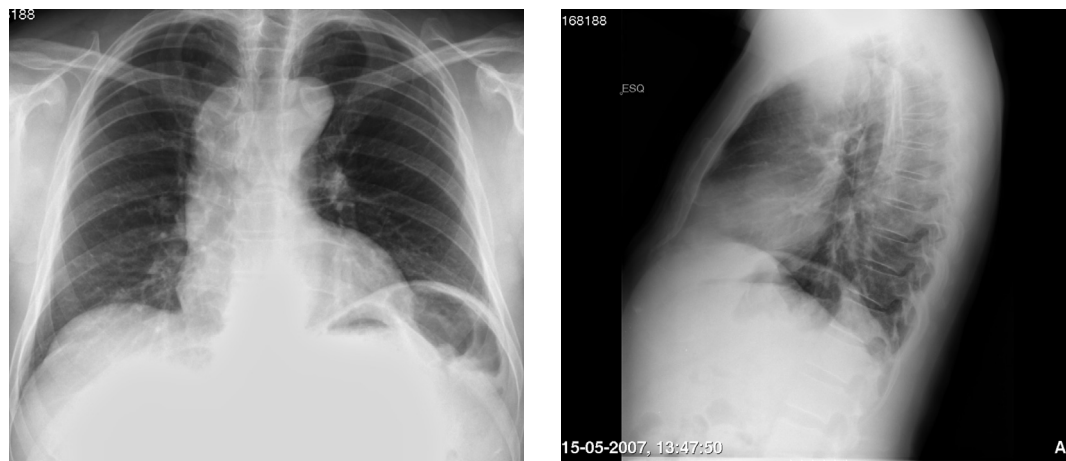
Radiografia pulmonar (incidência posteroanterior e perfil esquerdo) que demonstra alargamento do mediastino sobreponível à imagem de 2005
